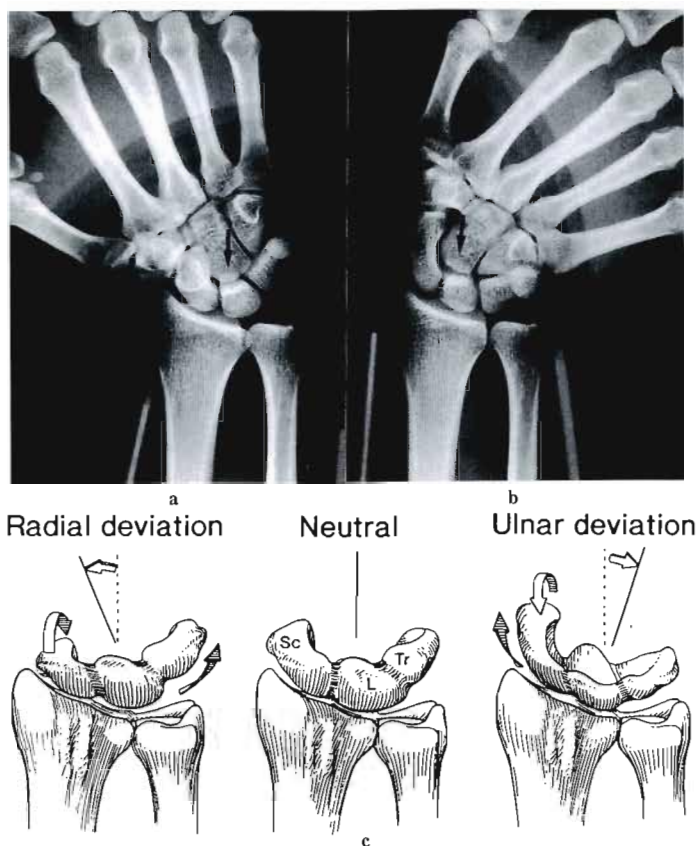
Motion analysis of wrist joint in posteroanterior radiographs.
